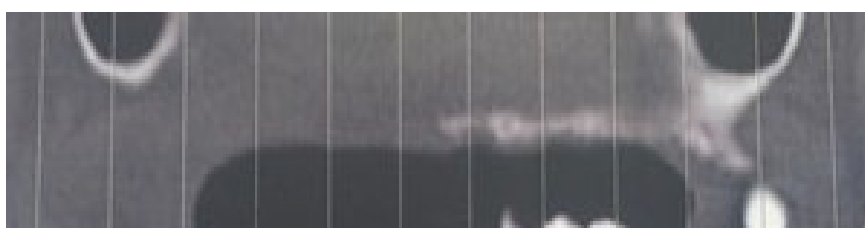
Tomografia computadorizada inicial, com sinais evidentes de lesão óssea. (gentilmente cedido pelo Professor Doutor José Silva Marques)
